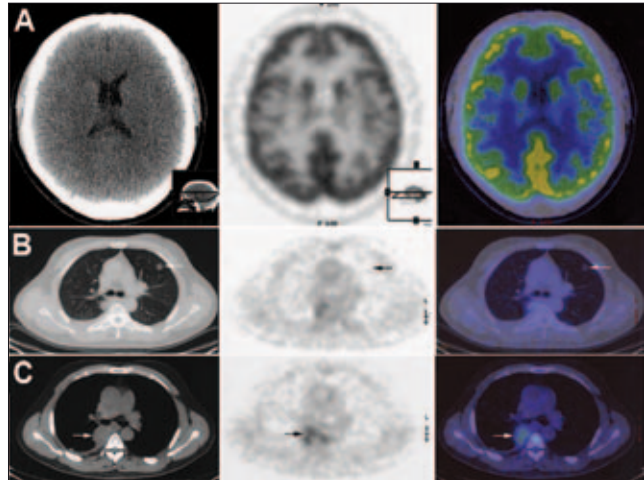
TAC (izquierda), PET (medio) y las imágenes de fusión (derecha) mostraron las lesiones multifocales que comprometen el pulmón y el mediastino posterior. (A) en estudio de PET/TAC, no se hallaron lesiones intracraneales. (B) Una masa nodular ovoide en el lóbulo superior del pulmón izquierdo (flecha blanca); el SUV de la masa en el PET fue similar al tejido pulmonar normal circundante (flecha negra). (C) Una masa redondeada bien delimitada ubicada en el mediastino posterior derecho a nivel de T5-T6 de aproximadamente 4.0 cm de diámetro (flecha blanca); la masa presenta un SUV mayor que el del tejido circundante en el estudio de PET.
